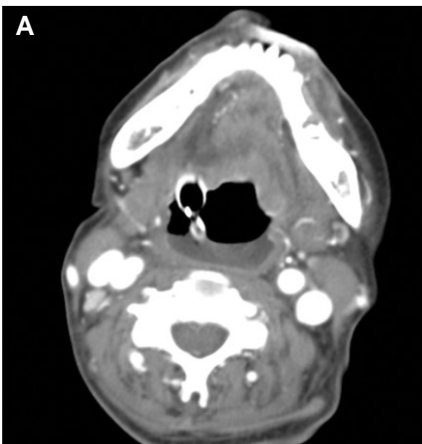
Axial view of CT shows that pus formations was disappeared in submental, submandibular space A & prevertebral space B.
